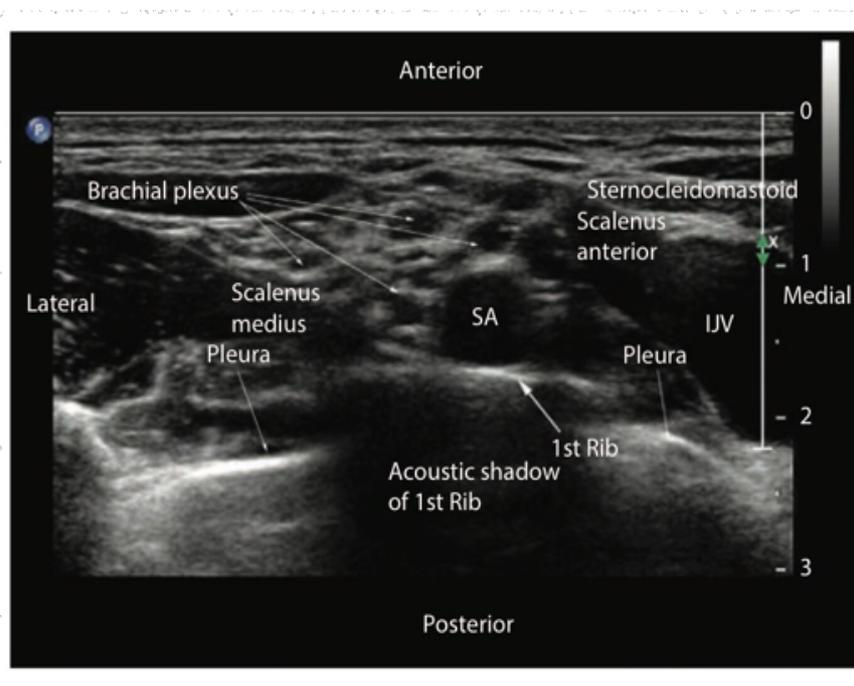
Abordaje supraclavicular mediante USG del plexo braquial.
